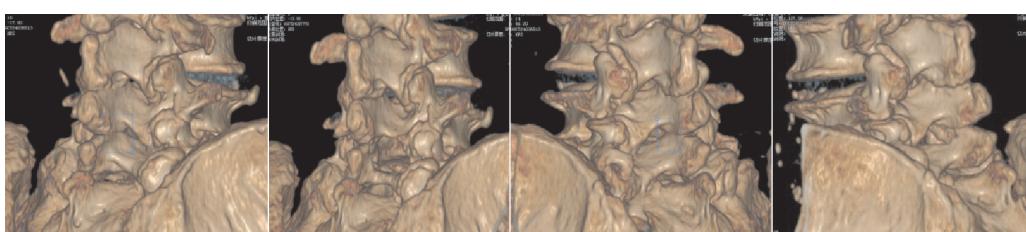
术前术后 CT 三维重建双侧椎板减压范围对比
